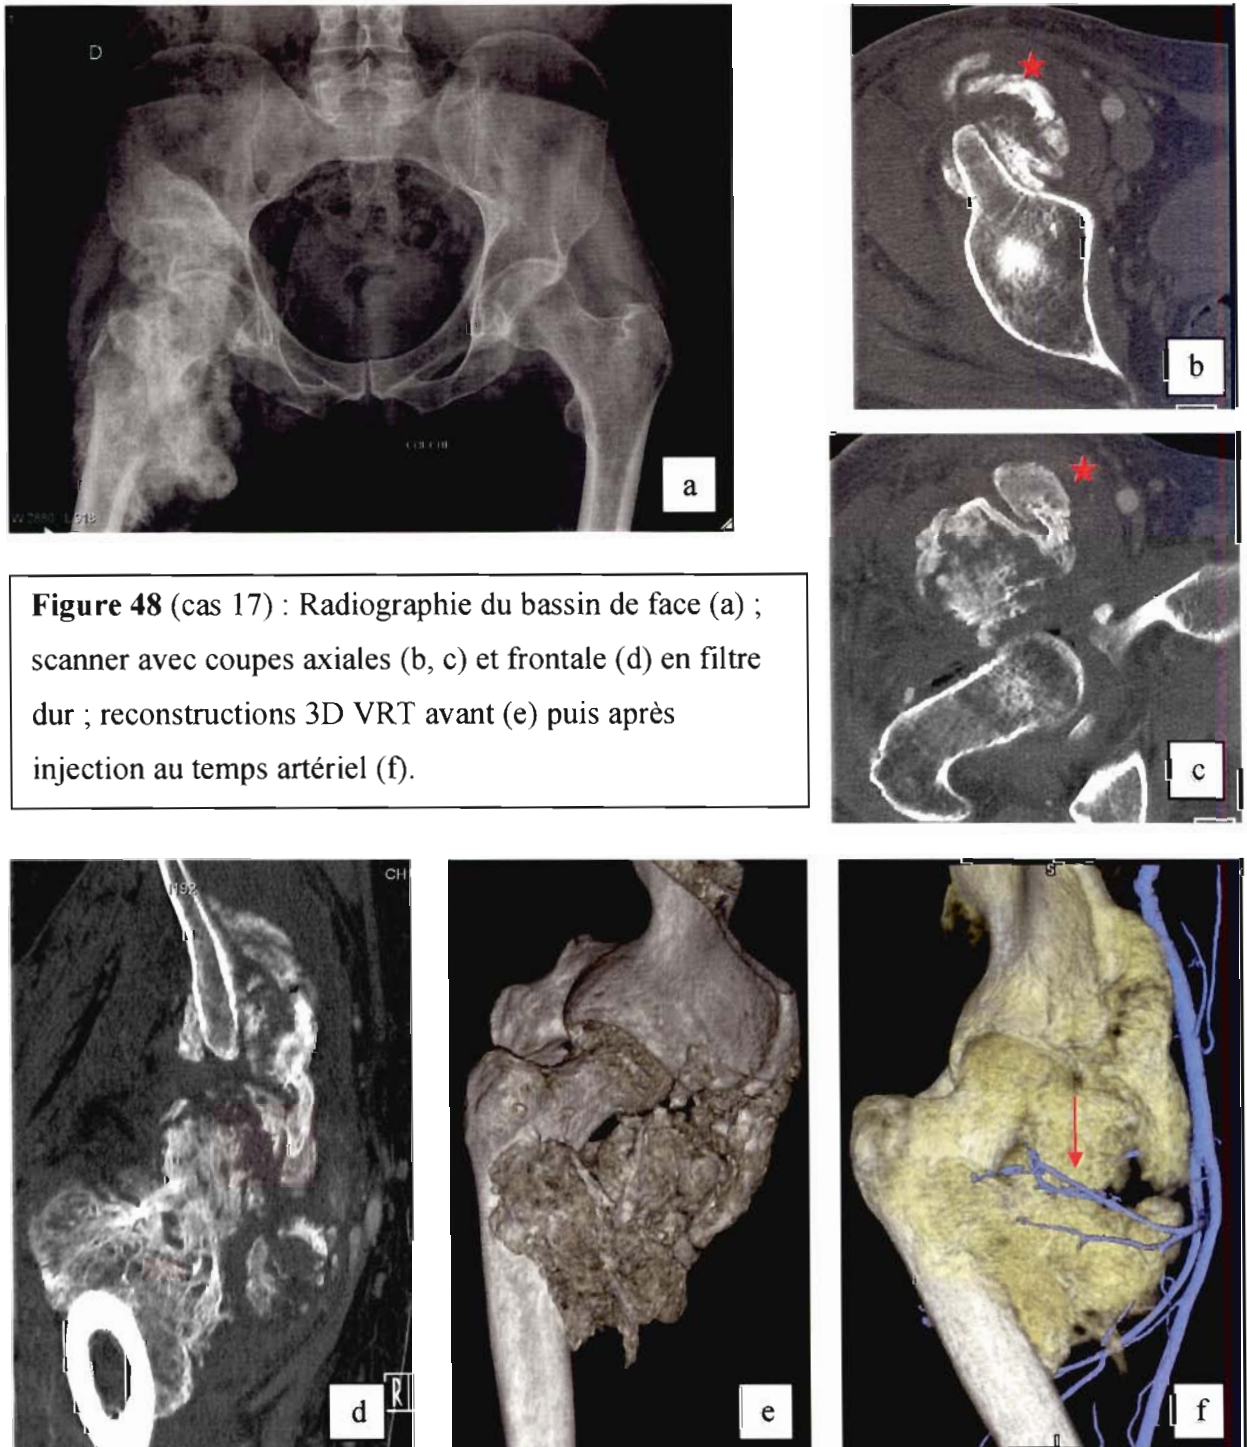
(cas 17) : Radiographie du bassin de face (a) ; scanner avec coupes axiales (b, c) et frontale (d) en filtre dur ; reconstructions 3D VRT avant (e) puis après injection au temps artériel (f).
